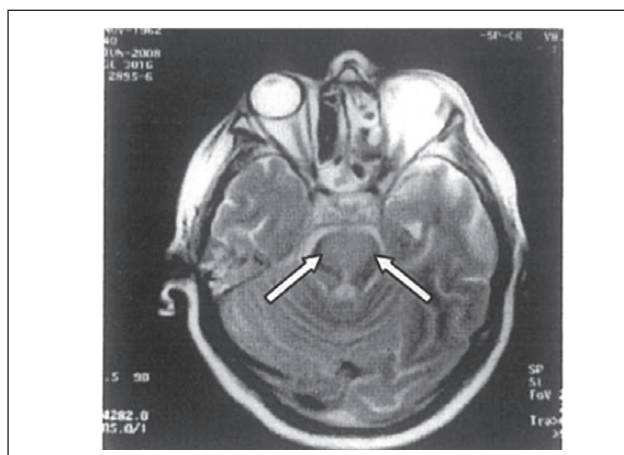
Magnetic resonance imaging of the brain of patient B., 67 years old, T2-weighted image, axial projection, performed 8 hours after the onset of the disease. In the area of the base of the pons, 2 extensive areas of ischemia are visualized (arrows)
